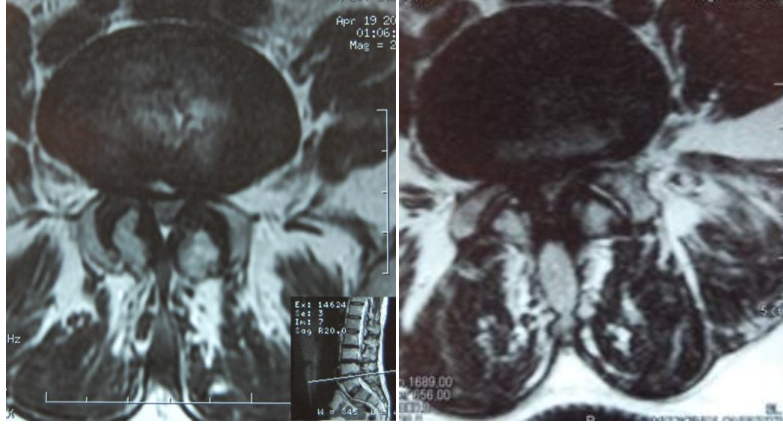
Lomber BT de spinal stenoz
